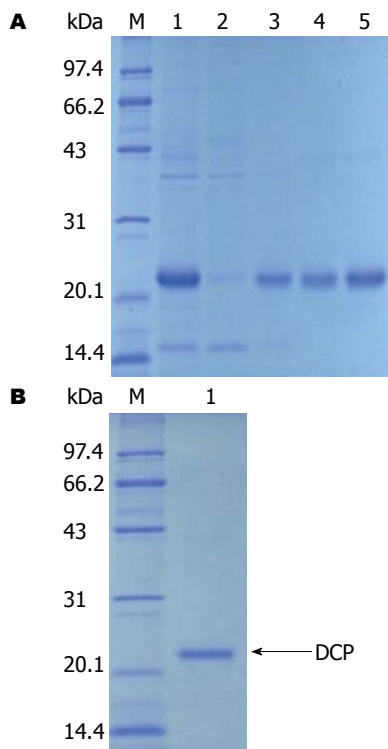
SDS-PAGE分析DCP蛋白的纯化及脱盐。A: DCP蛋白的纯化。M: 蛋白标准品; 1: 超声后沉淀; 2: 流穿液; 3: 洗涤液; 4, 5: 洗涤液; B: 纯化后蛋白的脱盐。M: 蛋白标准品; 1: 透析后的DCP蛋白。DCP: 去羧基凝血素。
